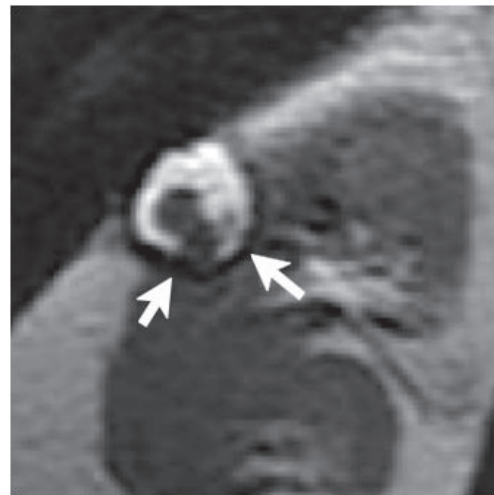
単純MRI (T2強調像)：嚢胞壁からの隆起病変を認め，辺縁には偽被膜様の低信号を認める腫瘍を認めた。
